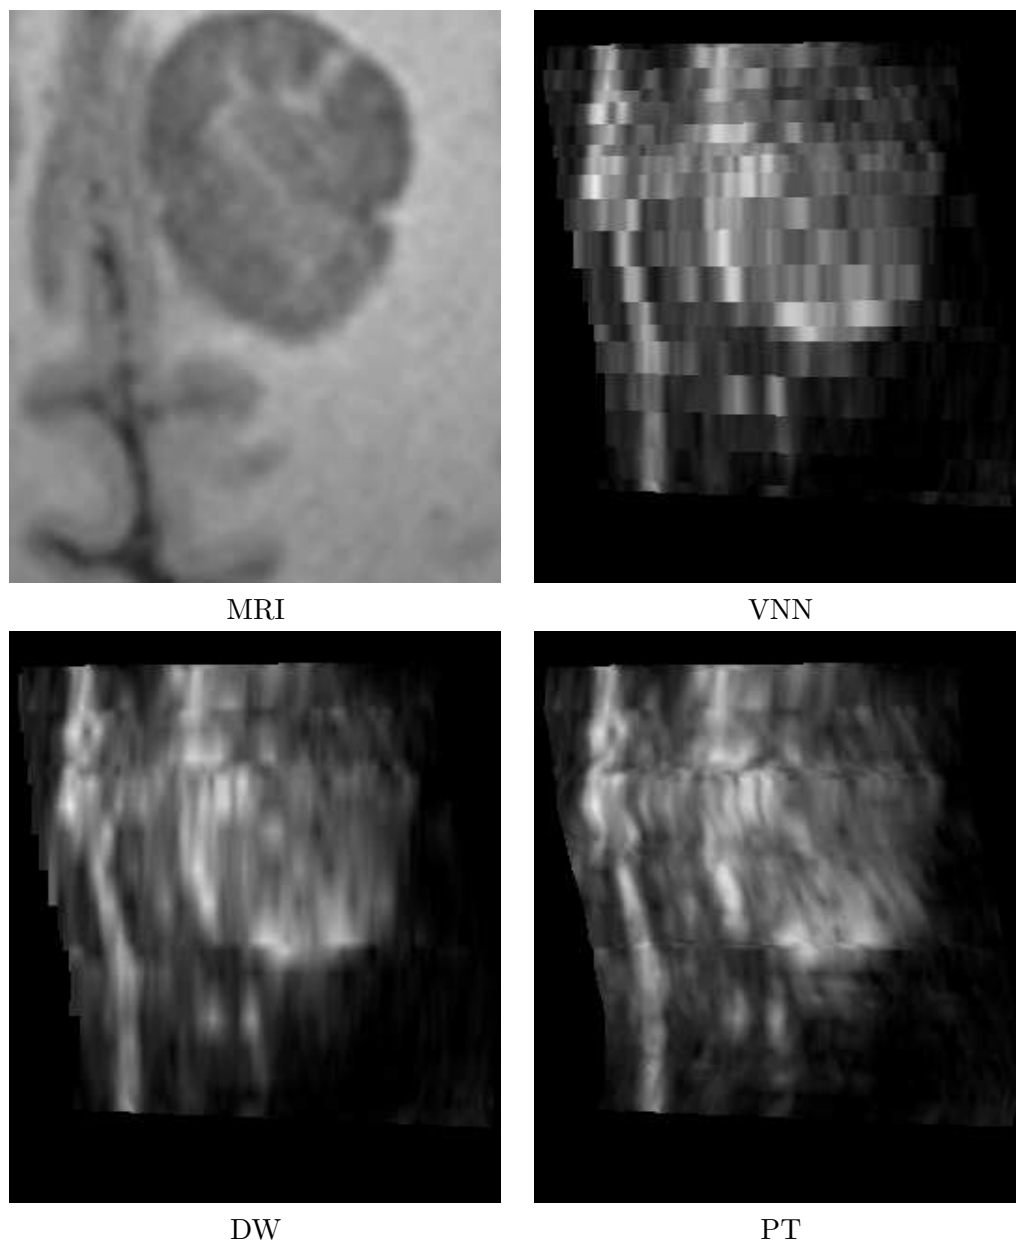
Results for US-sequence1 of brain. Top : the preoperative MRI and the US reconstruction obtained with the VNN method. On the bottom : the reconstruction obtained with DW and PT approaches. The low-grade glioma and the cerebral falx appear in gray in MR image and in white in US images. From left to right the VNN, DW and PT methods. The images highlight the inherent artifacts of VNN (i.e. discontinuities) and DW (i.e. blur) methods. These results underline that the PT method preserves the edges continuity and the native texture of US image more than VNN and DW method.
